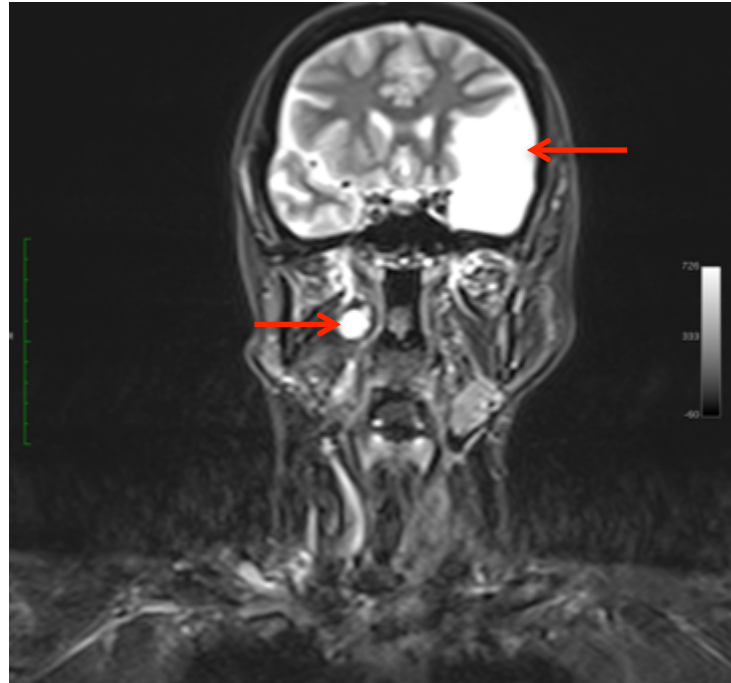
Coronare MRT Schichtaufnahme mit Darstellung einer zystischen Raumforderung der Tonsilla palatina der in Abbildung 36 gezeigten 60-jährigen weiblichen Probandin
